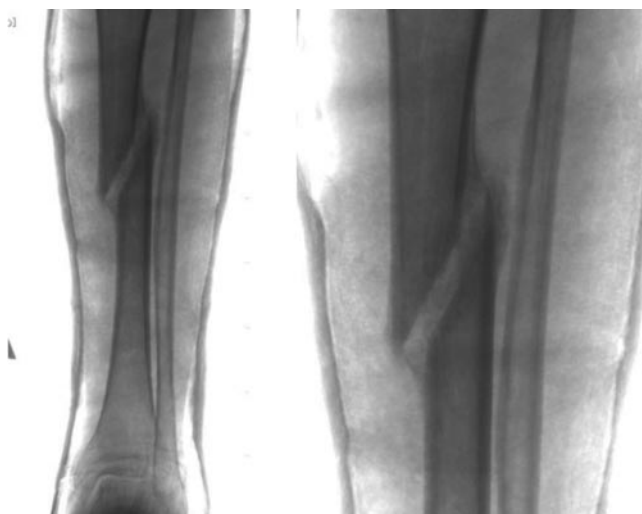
Бальна оцінка рентгенограм за допомогою удосконаленої системи RUST при загоєнні переломів ВГК у пац., 34 р., через 2 міс. від початку лікування (а): медіальний контур = 2, латеральний = 2, передній = 2, задній = 2 (всього 8 балів)
